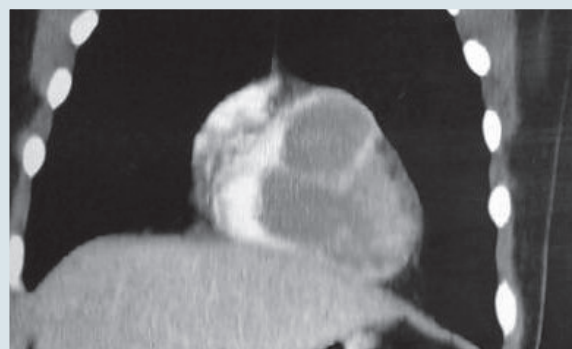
Данные компьютерной томографии. Опухоль правого желудочка, заполняющая его полость, плотно сращенная с его передне-верхушечной стенкой
